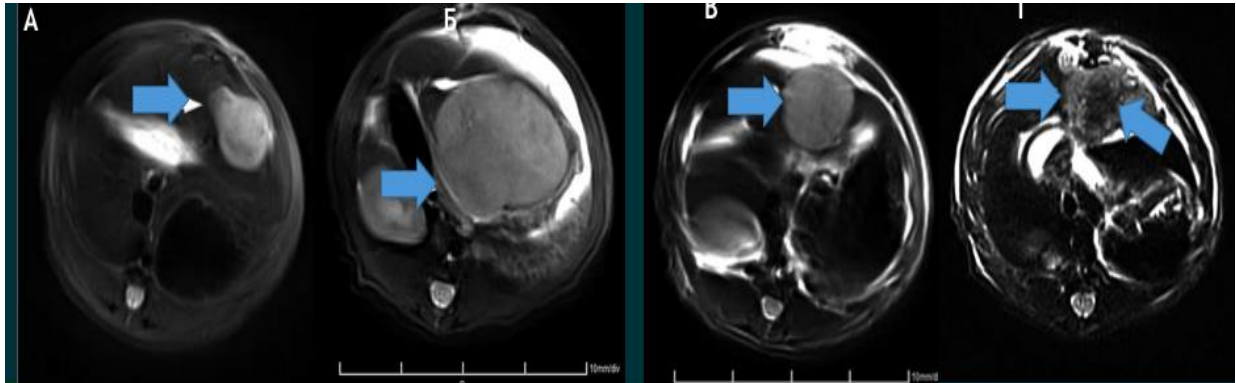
Зображення КТ перед лікуванням та після лікування у контрольній групі (А,Б) та групі В (В,Г)
